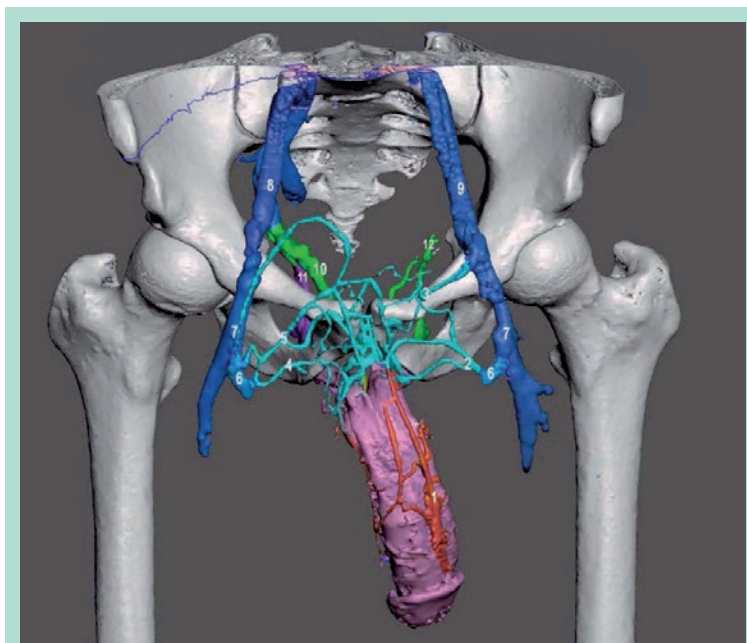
Modélisation 3D des fuites cavernuses superficielles. (Caverno-CT, modélisation 3D vectorielle segmentée et colorée). 1 = Veine dorsale profonde du pénis (dédoublée, rouge). 2 = Veine pudendale externe inférieure G. 3 = Veine pudendale externe supérieure G. 4 = Veine pudendale externe inférieure D. 5 = Veine pudendale externe moyenne G. 6 = Crosses de la grande veine saphène. 7 = Veines fémorales communes. 8 = Veine iliaque primitive D. 9 = Veine iliaque primitive G. 10 = Tronc des veines vésicales D (vert). 11 = Veine obturatrice D (violet). 12 = Veines vésicales G (vert).
